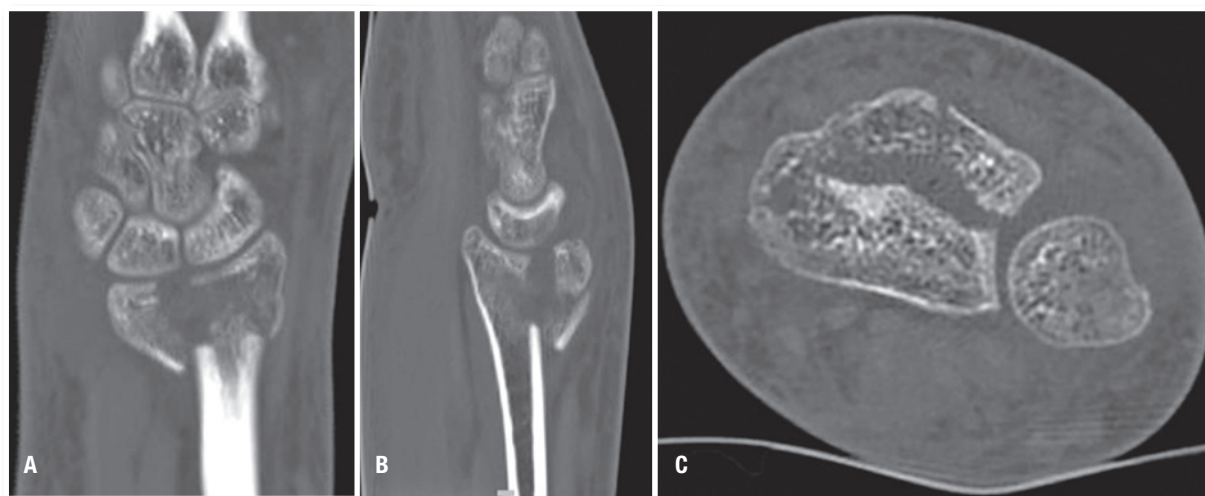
Tomografia computadorizada de punho direito, corte coronal (a), sagital (b) e axial (c).
